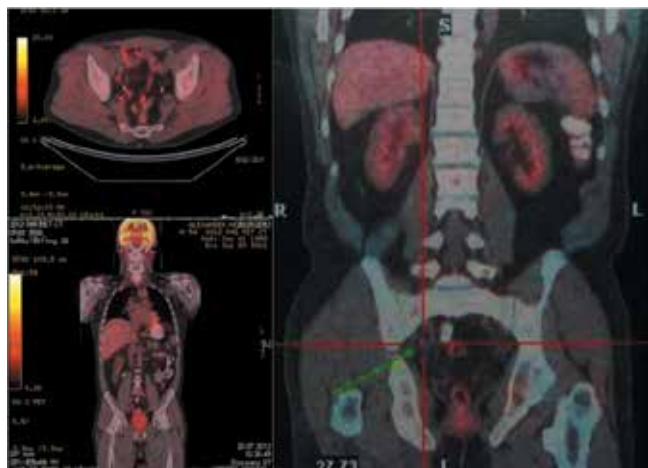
Пациент № 2: позитронно-эмиссионная томография/компьютерная томография с ^{11}C -холином. Определяется накопление препарата в тазовых лимфатических узлах с обеих сторон (больше справа). Отсутствие накопления препарата в ложе удаленной предстательной железы и парааортальных лимфатических узлах
